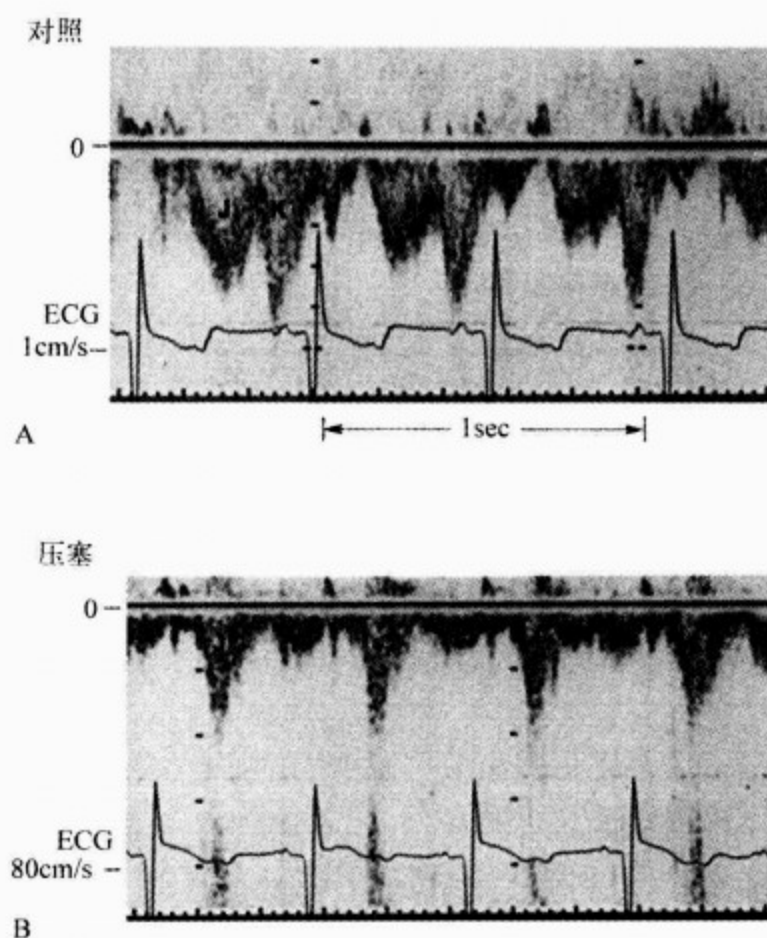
多普勒超声心动图显示一大心脏压塞前(A)后(B)的肺静脉血流速度
